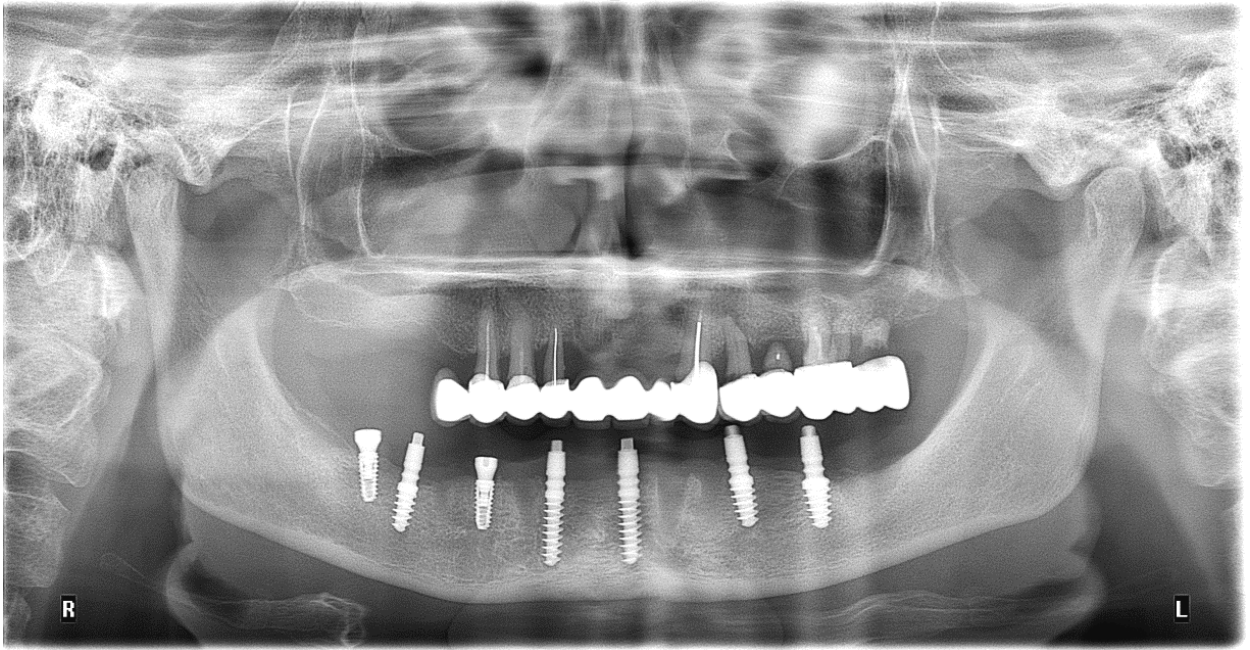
Контрольна ортопантомографія цієї ж пацієнтки наступного дня після проведення імплантації, медична карта стоматологічного хворого №8. Дистальний імплантат у третьому сегменті розташований в ділянці 36 зуба оскільки план протезування верхньої щелепи включав відновлення зубного ряду в межах 16-26.
